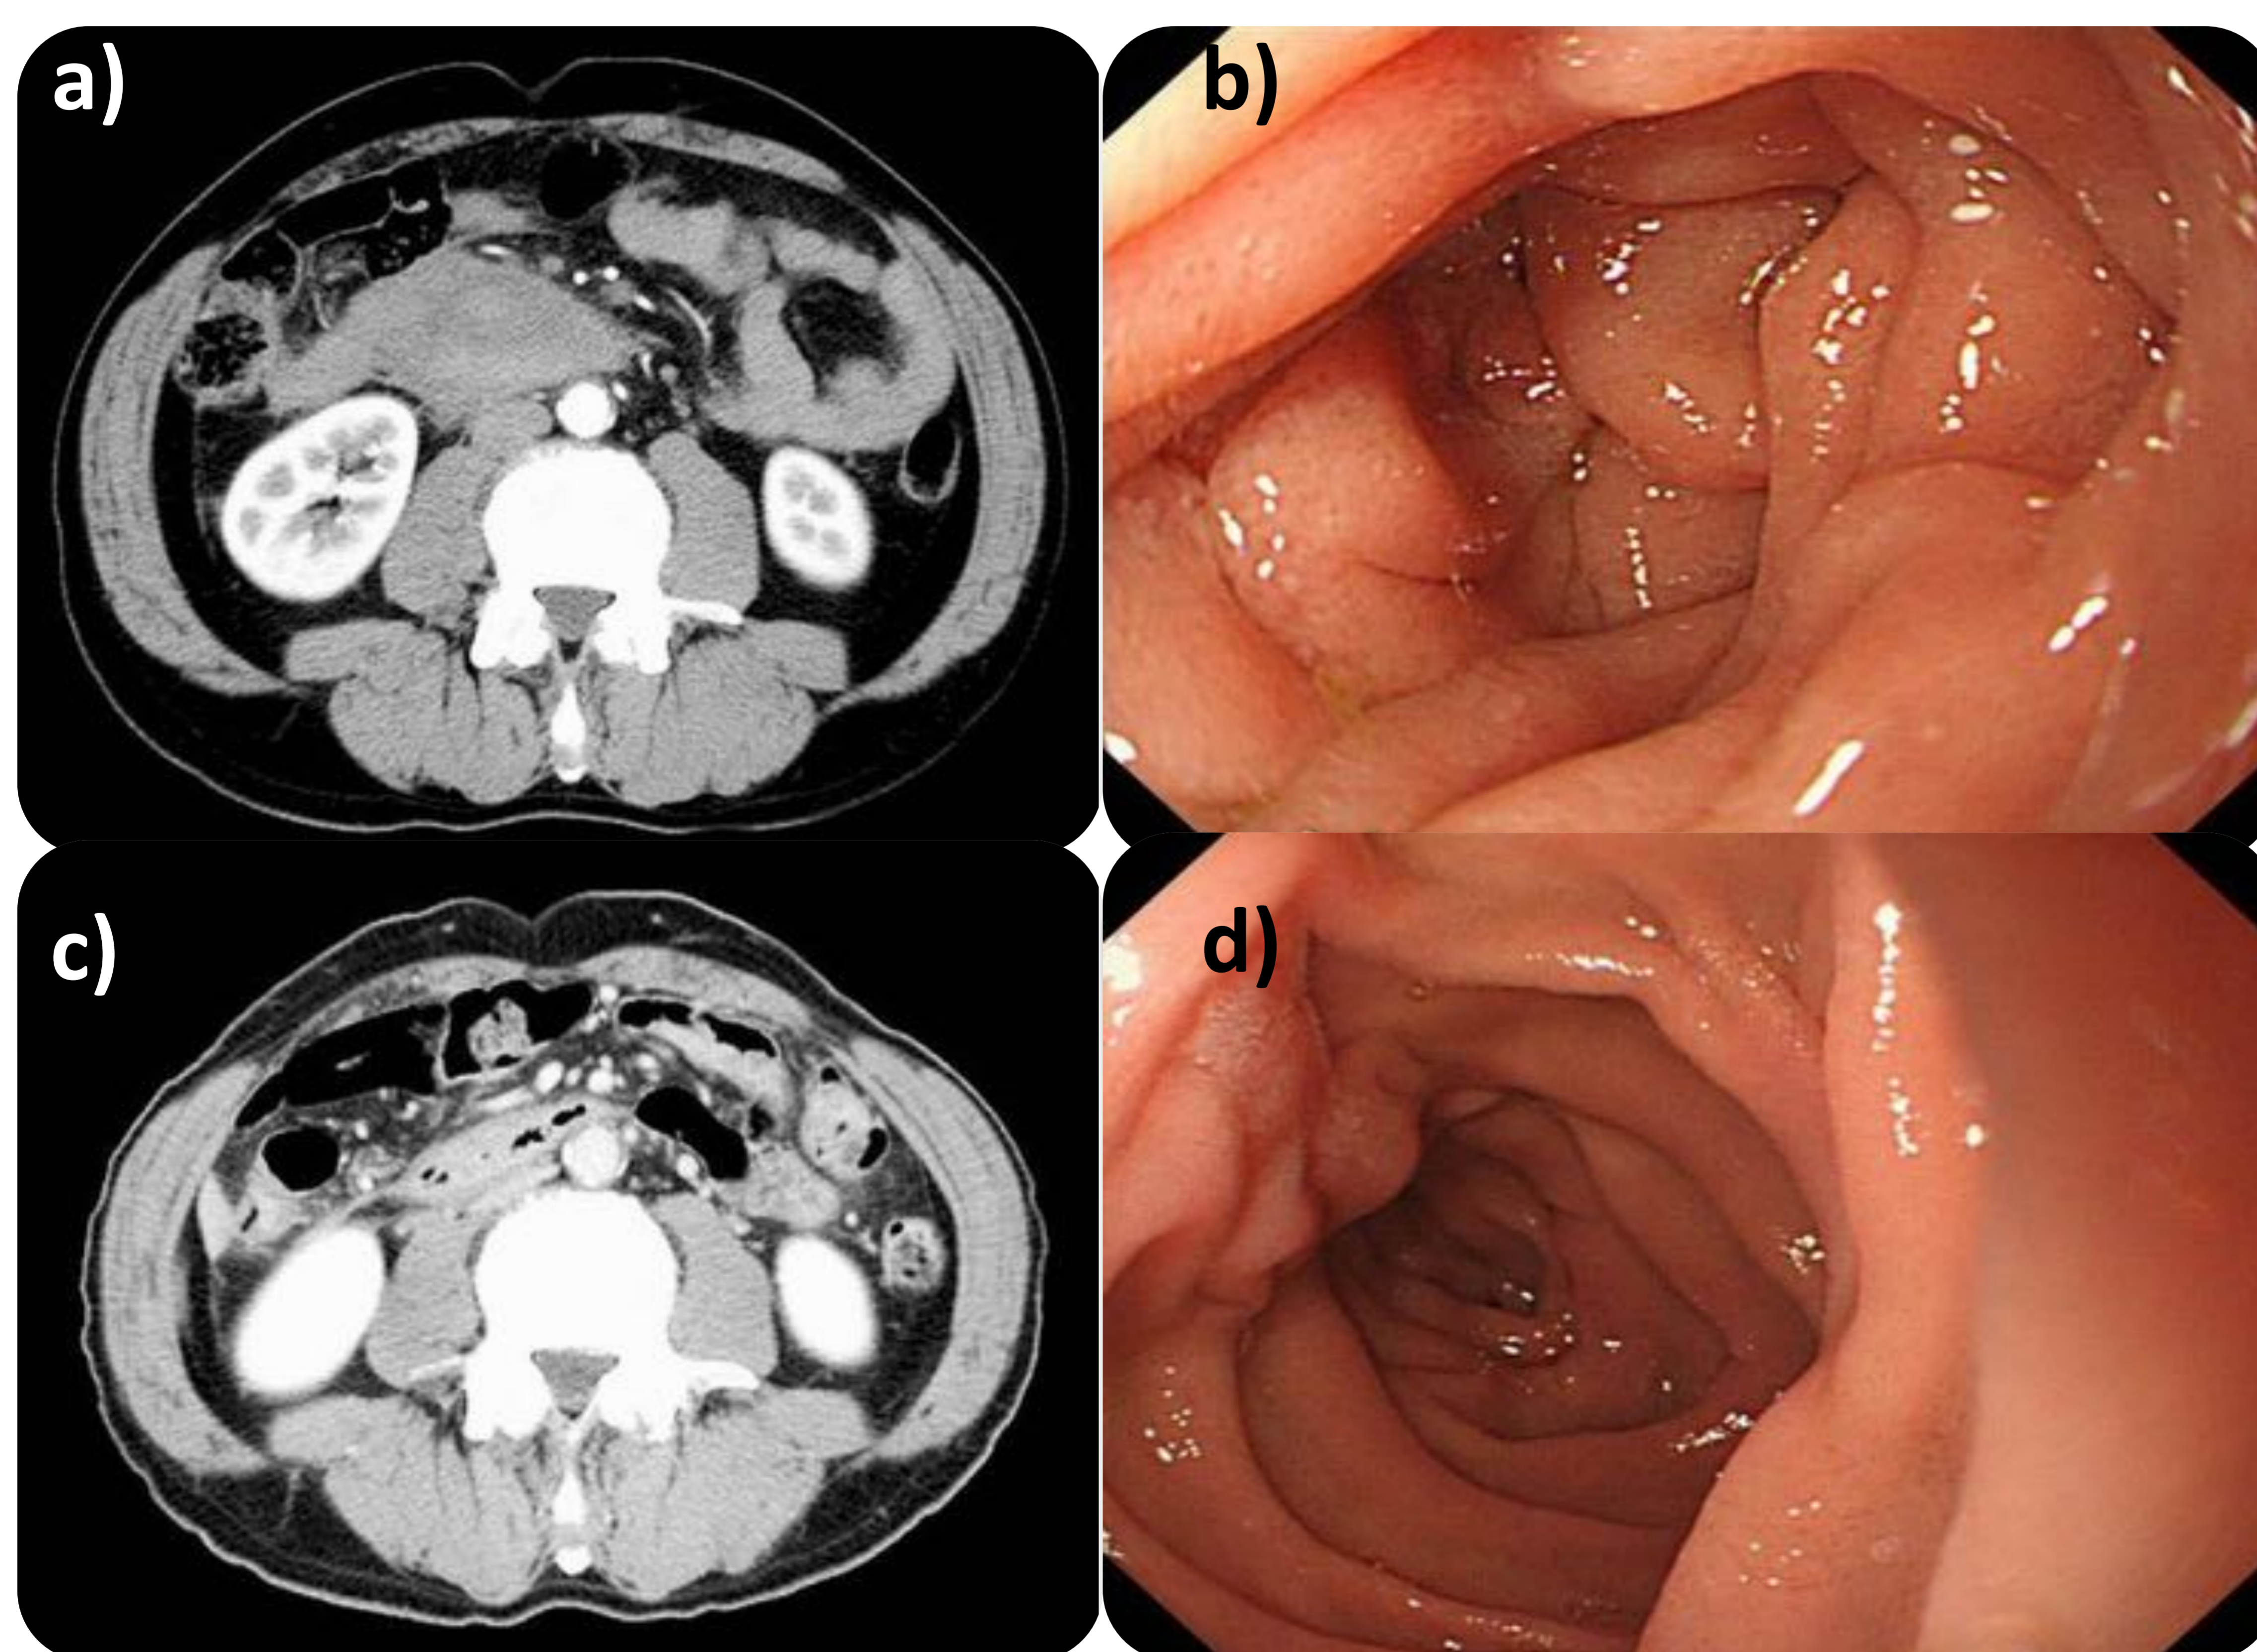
Paciente de 64 años que acude a urgencias por dolor epigástrico y náuseas, sin antecedentes de traumatismo previo. Analítica sin alteraciones. TC abdominopélvico con contraste iv. que muestra un hematoma periduodenal sin sangrado arterial activo o signos de rotura aneurismática (fig. 8a). Endoscopia digestiva alta en la que se evidenció una estenosis a nivel de la segunda porción duodenal (fig. 8b). Se realizó una TC de control tras tratamiento conservador mediante SNG y nutrición parenteral habiendo desaparecido el hematoma periduodenal a las tres semanas (fig. 8c) así como la estenosis secundaria a este nivel (fig. 8d)
